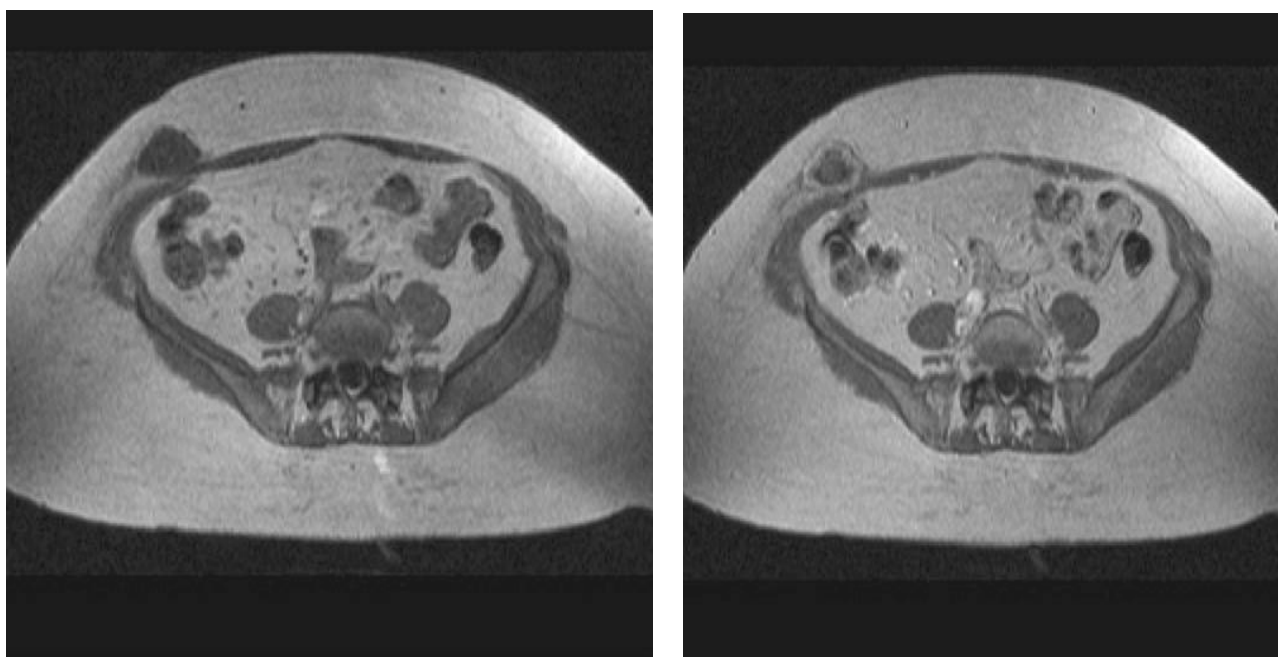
RMN de metástasis en pared abdominal (traducido de 138).
